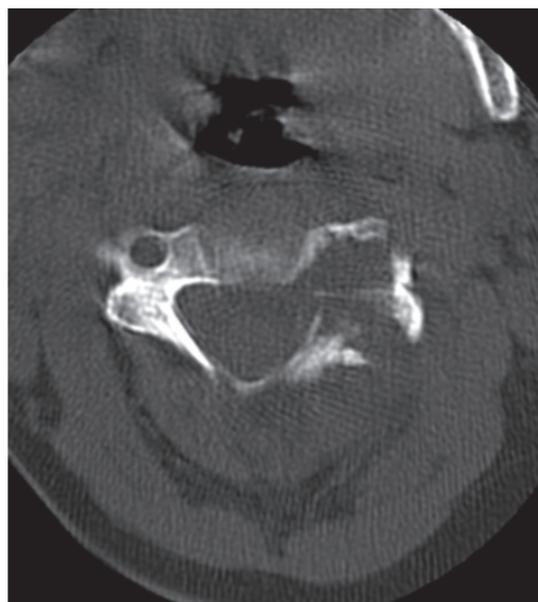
2A - Radiografia de perfil lateral da coluna cervical evidenciando ligeiro deslocamento anterior da laringe e pseudoluxação anterior de C2 em C3. A pseudoluxação C2-C3 é um achado radiológico normal em crianças abaixo dos 8 anos, devendo-se a uma relativa laxidão dos ligamentos e facetas articulares rasas. Traçando a linha cervical posterior, do plano espinolaminar de C1 ao plano espinolaminar de C3, a linha espinolaminar de C2 não a ultrapassa mais do que 1 mm, distinguindo-a de uma subluxação verdadeira; 2B – TC cervical das partes moles evidenciando alargamento e hipodensidade do espaço retrofaríngeo compatível com coleção líquida purulenta, sem condicionar compromisso na via aérea, nem efeito de massa sobre estruturas vasculares.
